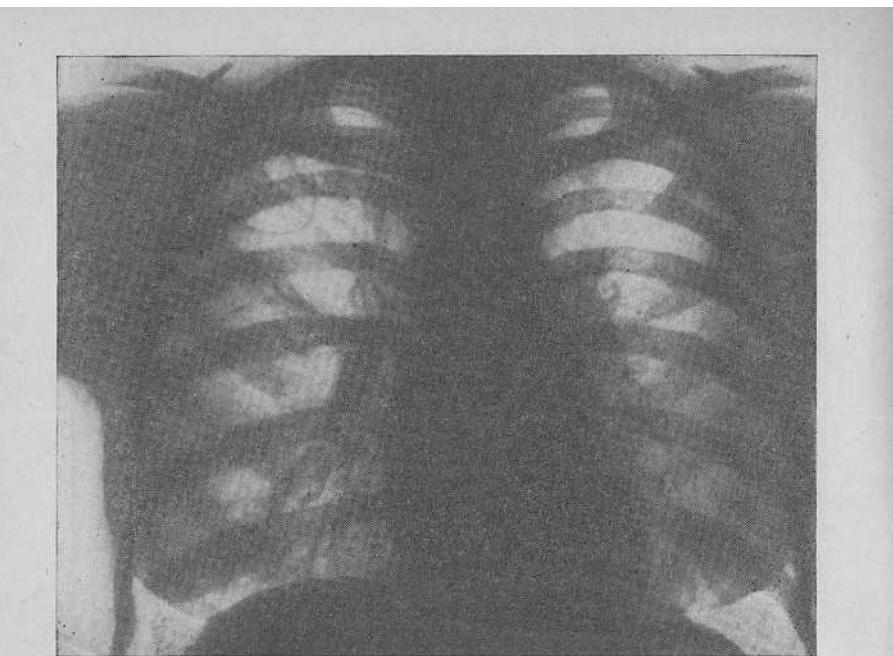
Кисты в правом легком. Рентгенограмма.
